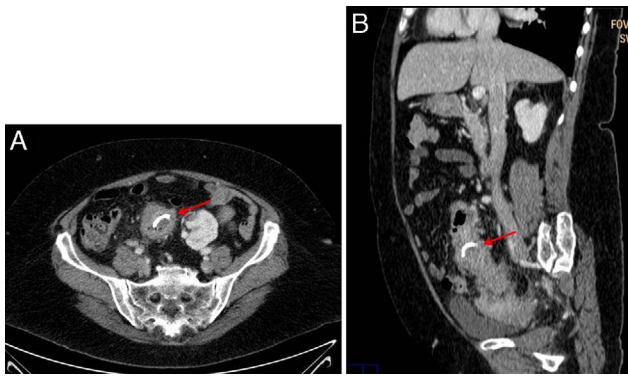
A) TC abdominal corte axial, se aprecian signos inflamatorios de la pared del colon sigmoide con afectación de la grasa mesentérica pericólica adyacente. B) TC abdominal corte sagital, presencia de cuerpo extraño de alta densidad en la luz del colon sigmoide.
